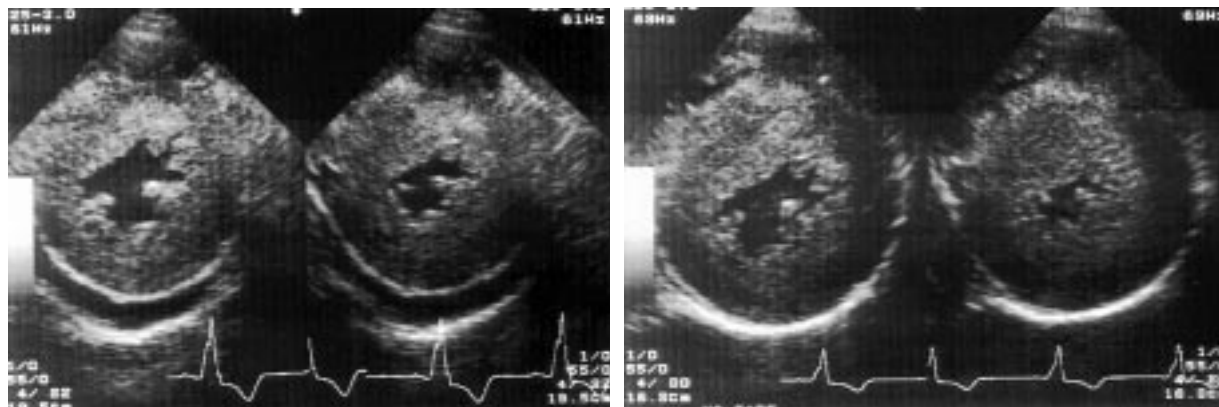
Cross-sectional echocardiography.
